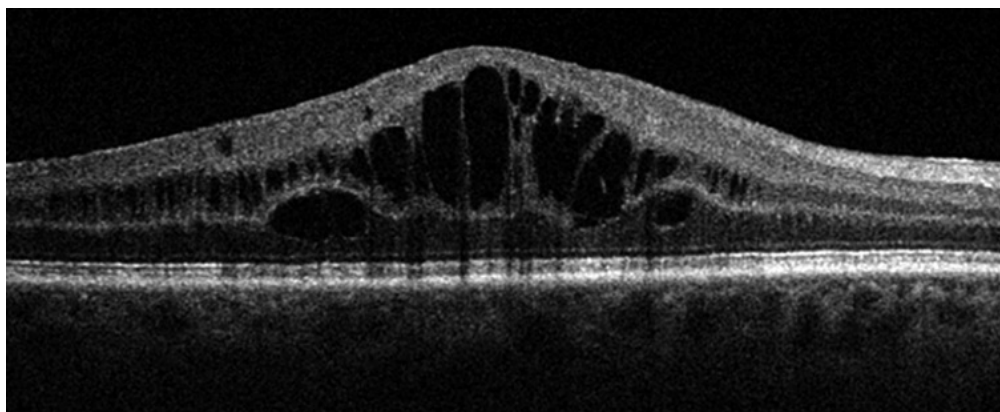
Imagine SD -OCT Avanti RTVue .Tomografie în coerență optică a maculei la pacient cu DZ tip 2 și edem macular
